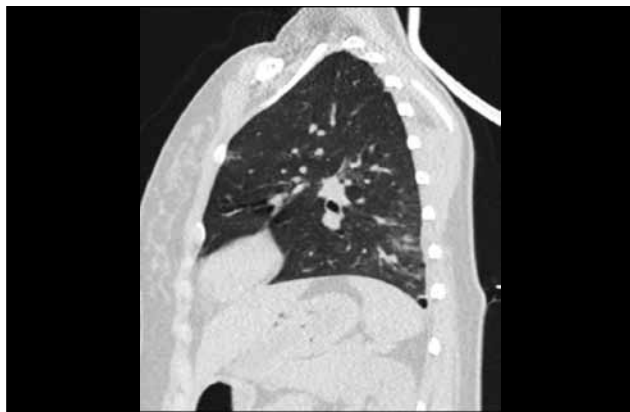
МСКТ. Изменения в левом легком
